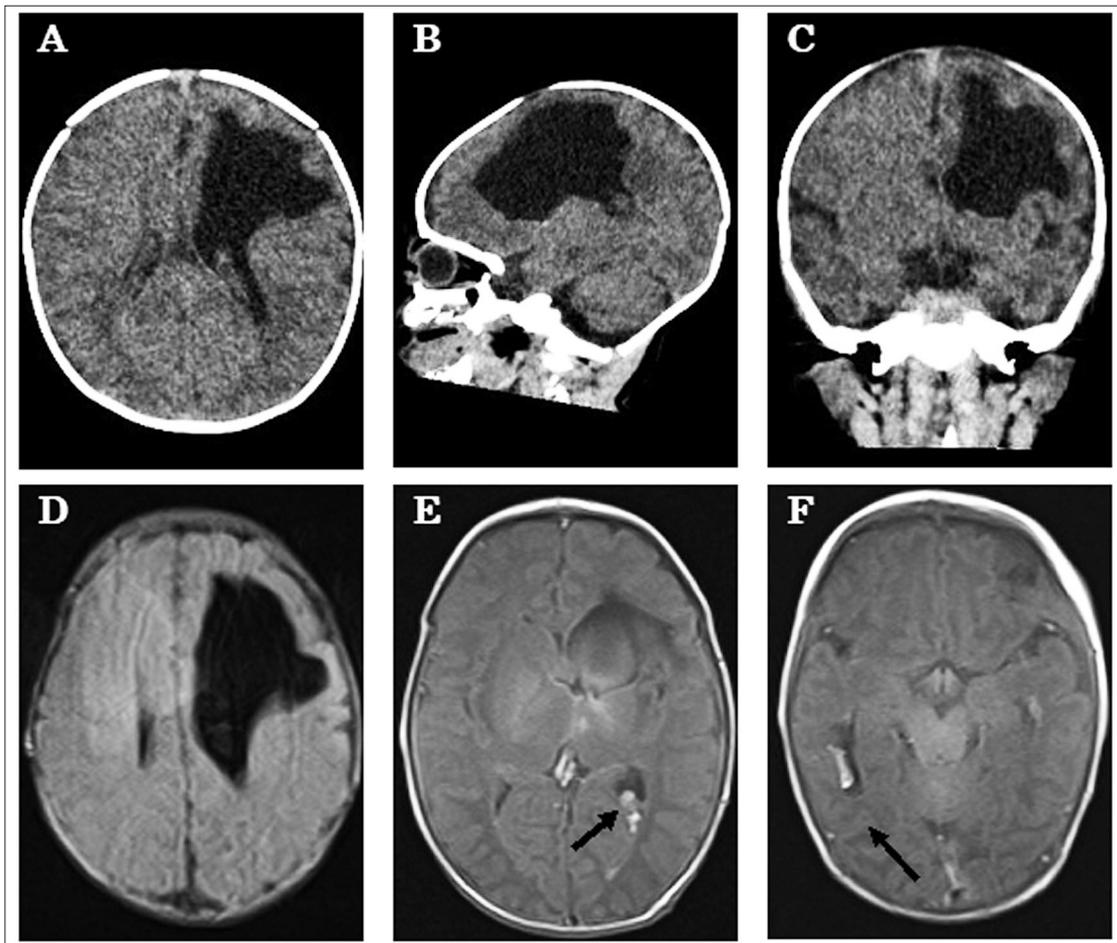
日齢1の頭部CT検査と日齢8の頭部MRI検査
